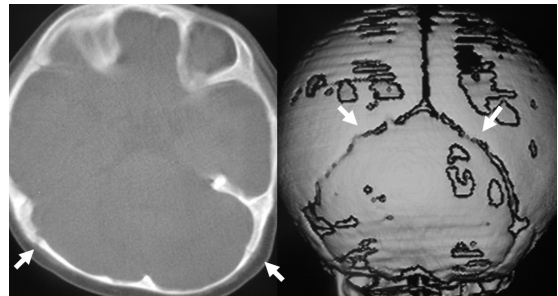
Tomografía computarizada de un caso de plagiocefalia. Se observa la permeabilidad de las suturas occipitales
